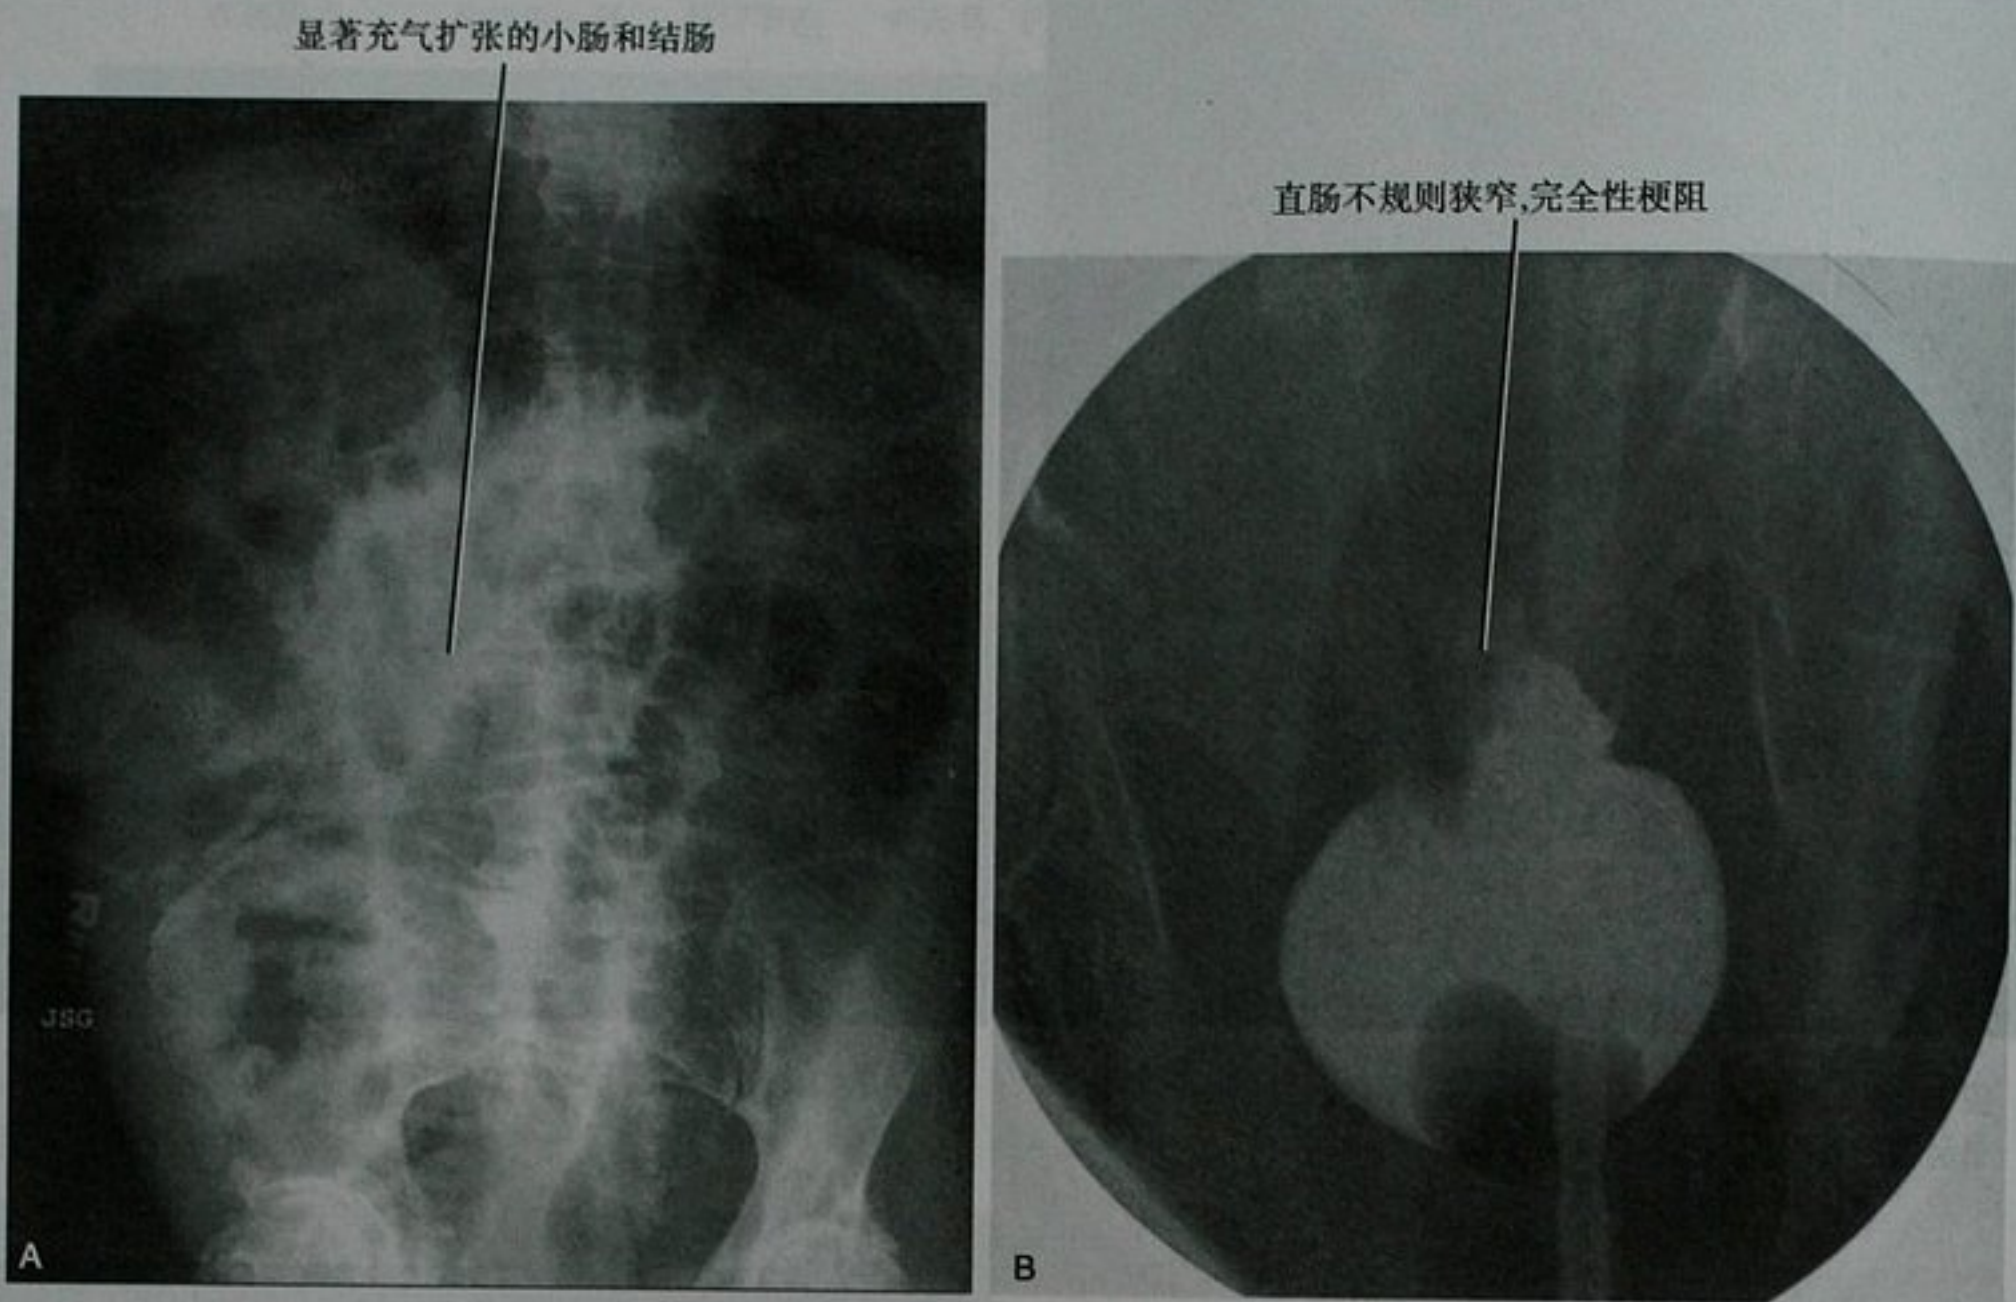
仰卧位腹部平片(A)和钡剂灌肠造影(B),直肠癌梗阻患者。腹部平片起初解释为麻痹性肠梗阻而非机械性梗阻
